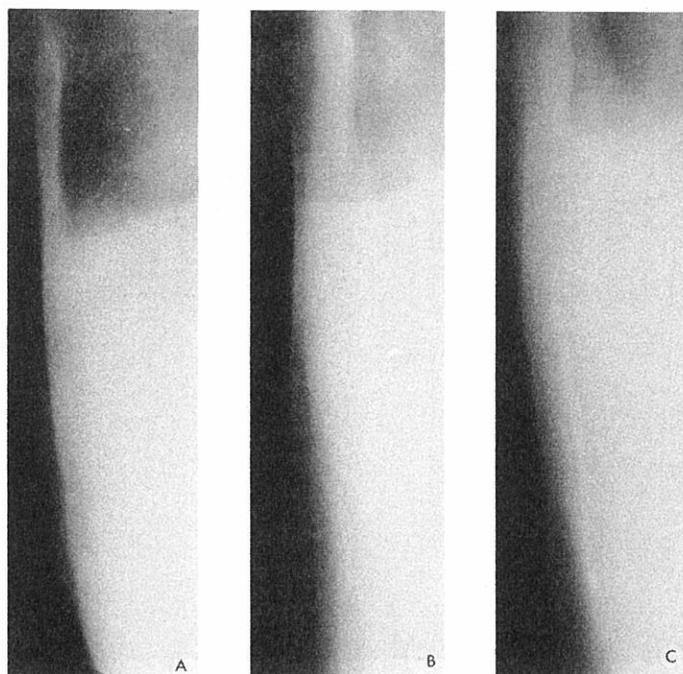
Case No. [redacted]. A) Portion of a normal preoperative lateral chest roentgenogram (June 1964). B) Lateral chest roentgenogram in May 1966, 4 months post-operatively showed linear calcification in a scar. C) Lateral chest roentgenogram of 1972 showed no interval change since May 1966.
